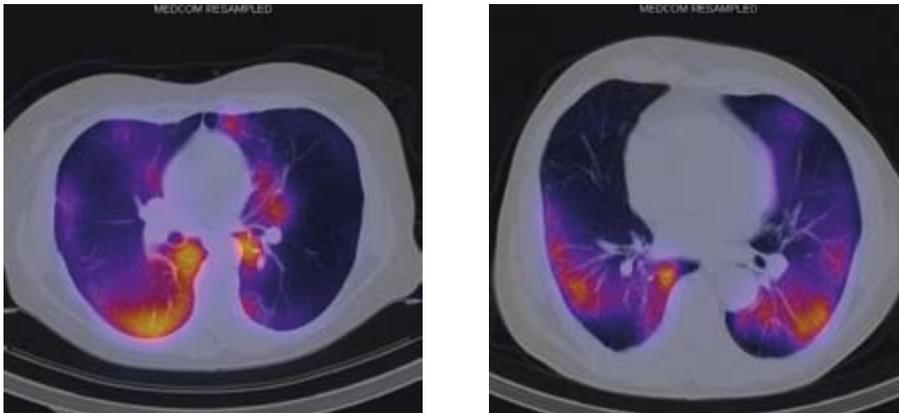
Einzelphotonen-Emissionscomputertomografie
